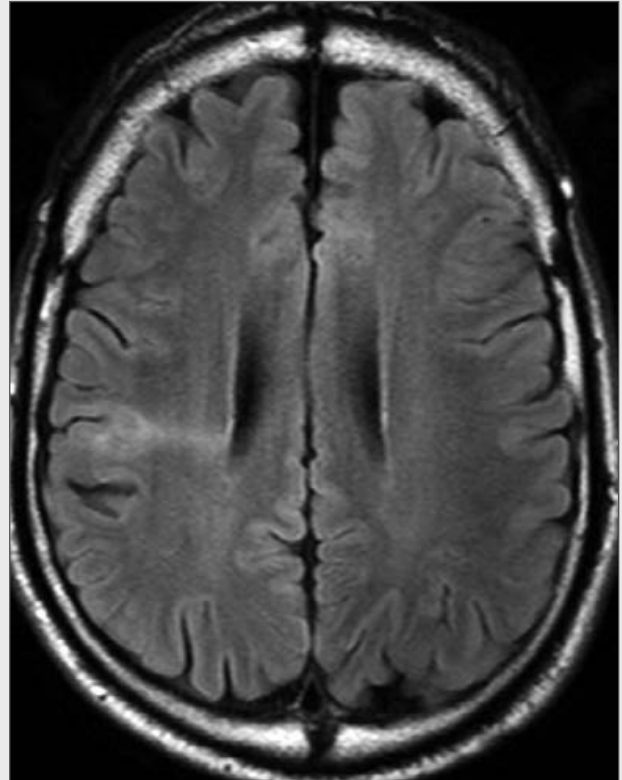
Fokale kortikale Dysplasie. FLAIR.
